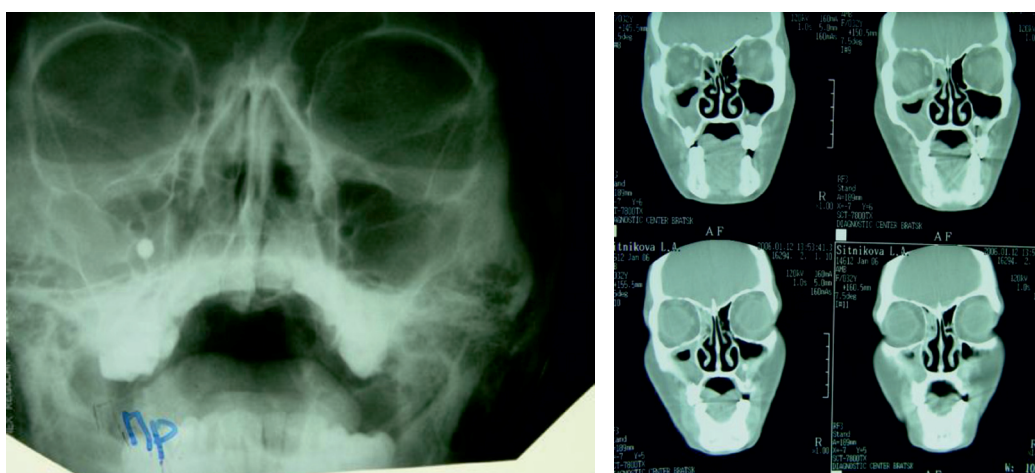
Совпадение рентгенологической картины и КТ при грибковом синусите
